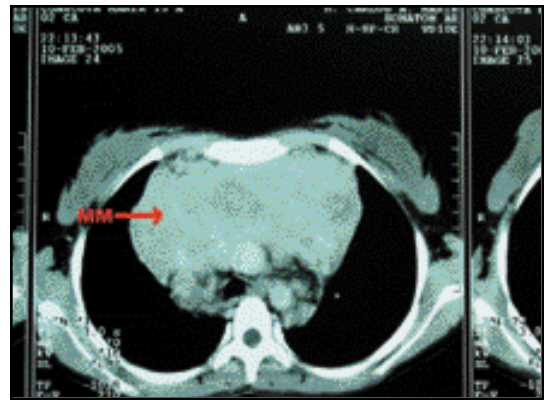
Masa mediastinal por resonancia magnética, del caso de linfoma
